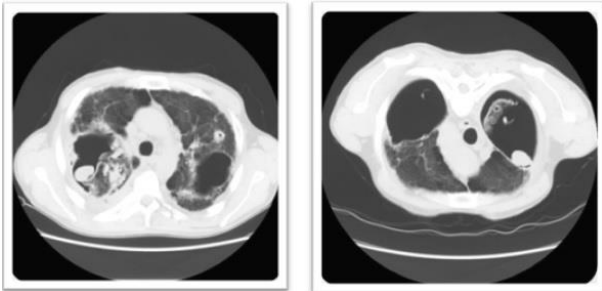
TC: lesión ovalada bien definida de densidad de partes blandas de unos 3 cm intracavitaria en LSD y que se moviliza con los cambios posturales
